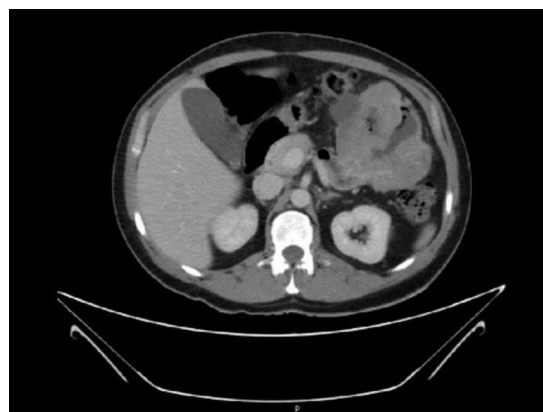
Corte axial de la TC abdominal donde se observa masa mamelonada que engloba a varias asas intestinales en región de hipocondrio izquierdo.
